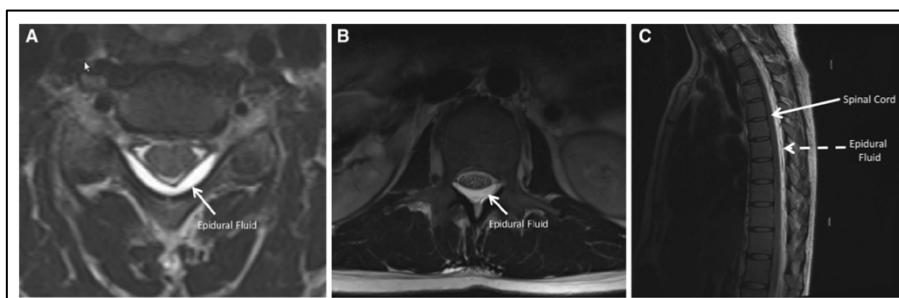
脊髄 MRI による所見（文献 16 より）
